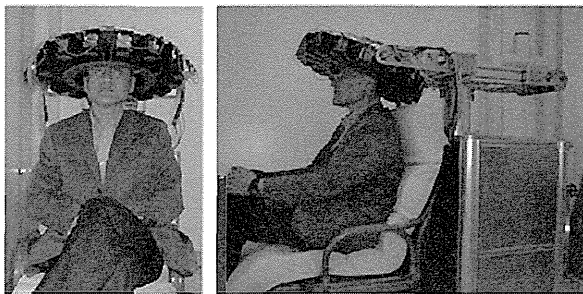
PET-Hat system with subject; front view (left) and side view (right).
